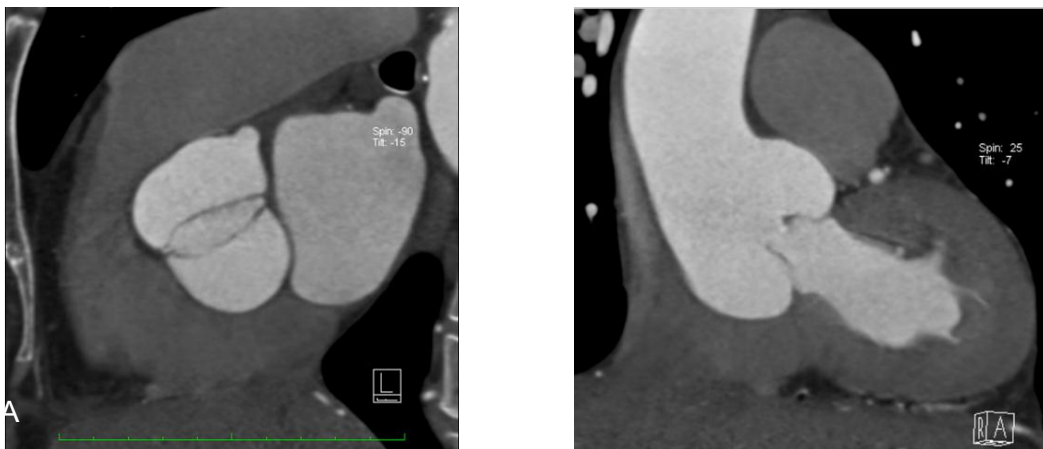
Válvula aórtica bivalva. Tomografía computada en fase contrastada arterial, en reconstrucciones multiplanares. Corte axial de la raíz aórtica (A), en donde se muestra morfología bivalva de la válvula aórtica, asociada a dilatación de los senos de Valsalva, visualizado en un corte sagital (B), en un paciente con coartación.
